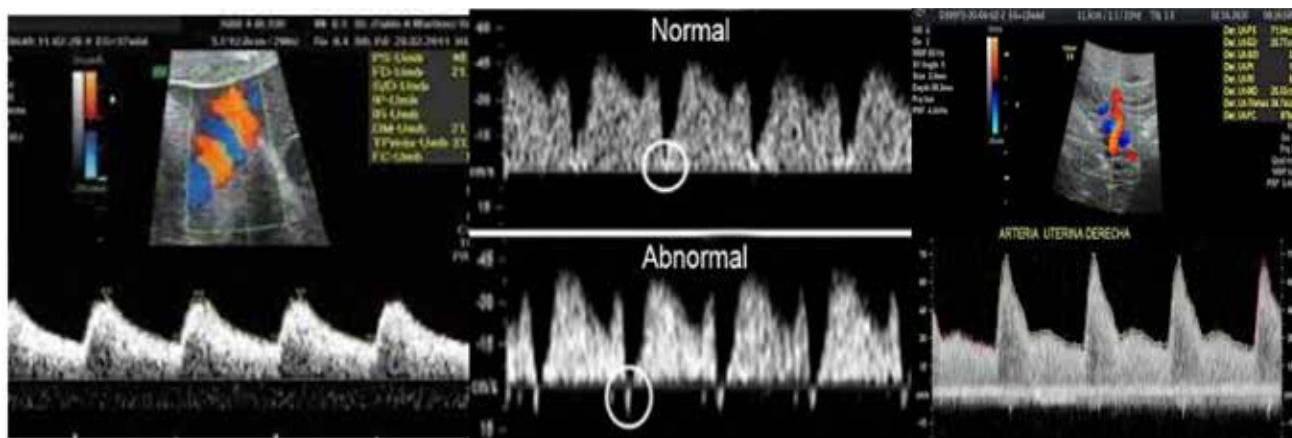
Doppler materno y fetal.
